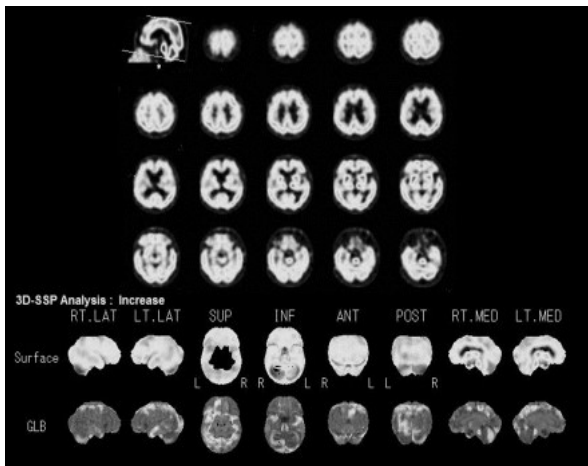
自験例の脳血流シンチグラフィー (SPECT)
